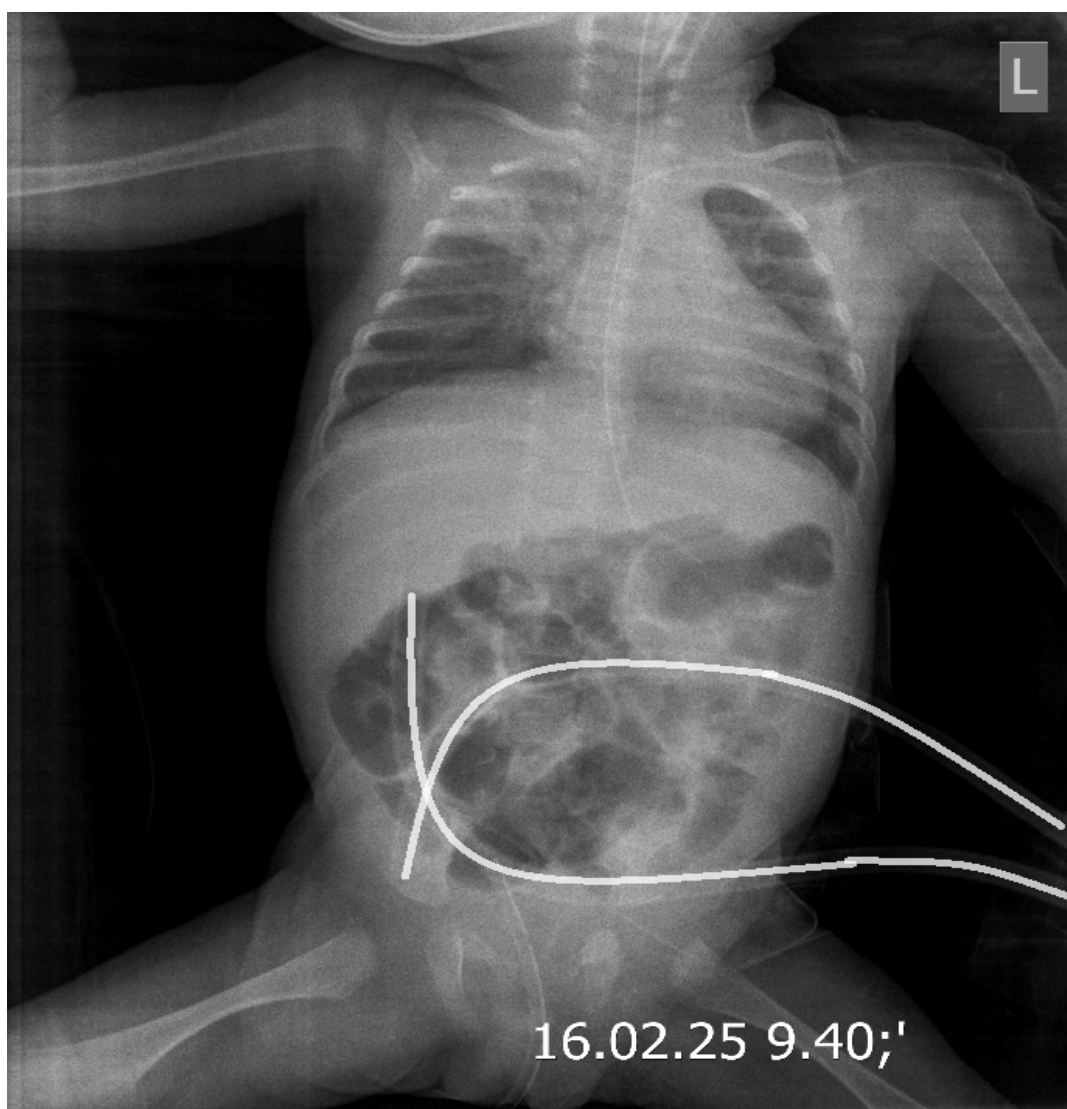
Рентгенологический снимок ребёнка Ф. После имплантации перитонеальных дренажей (выделены белыми линиями)
